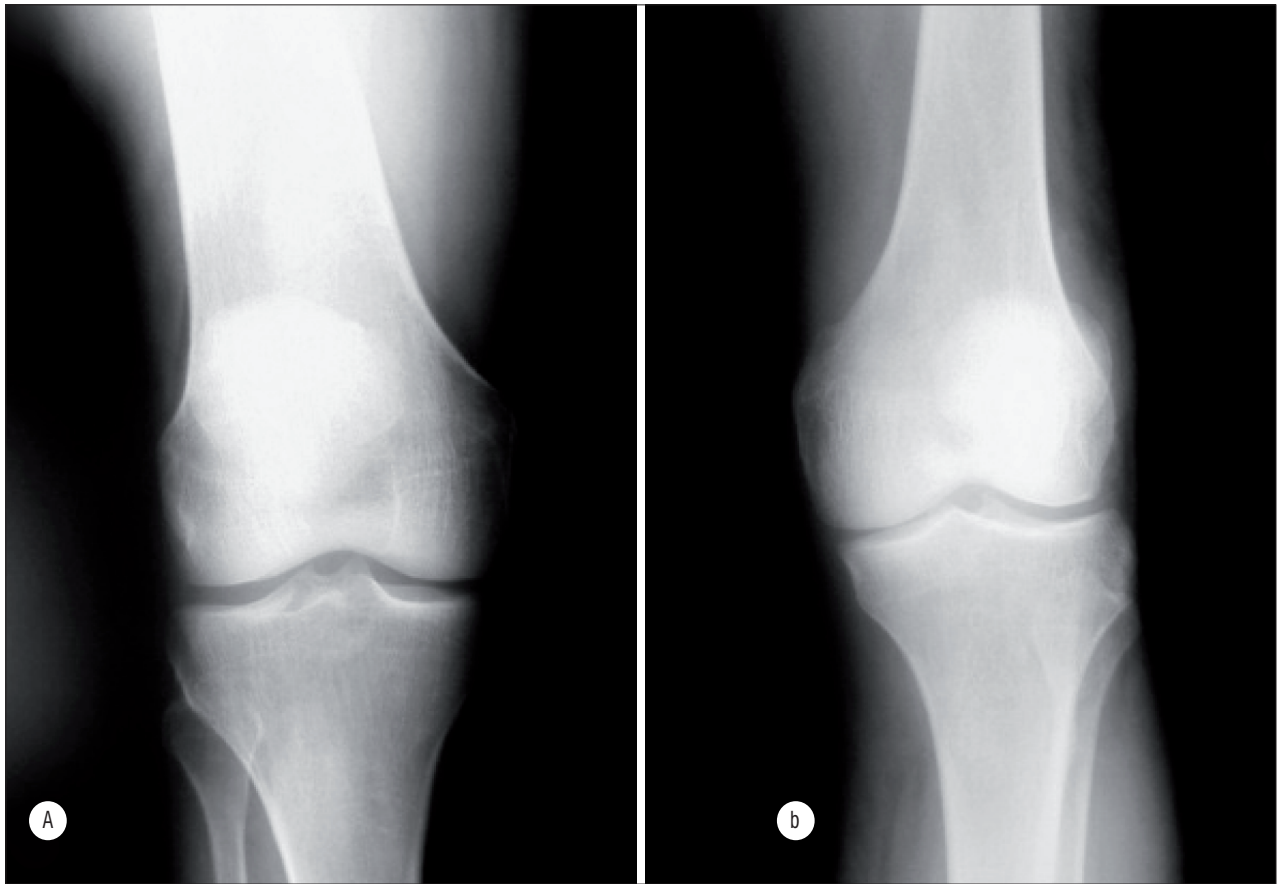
Radiografias em incidência anteroposterior da articulação do joelho no membro intacto de dois indivíduos amputados
